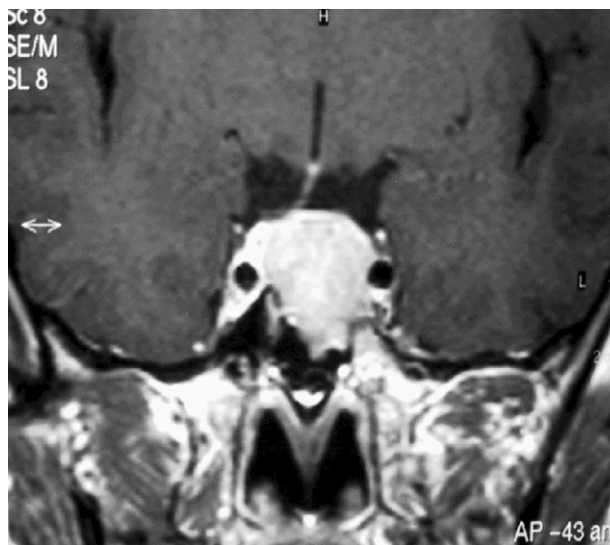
Resonancia magnética (RM) hipofisaria del caso 2, corte sagital y con gadolinio. Macroadenoma de 13 × 13 mm con compresión quiasmática leve.
